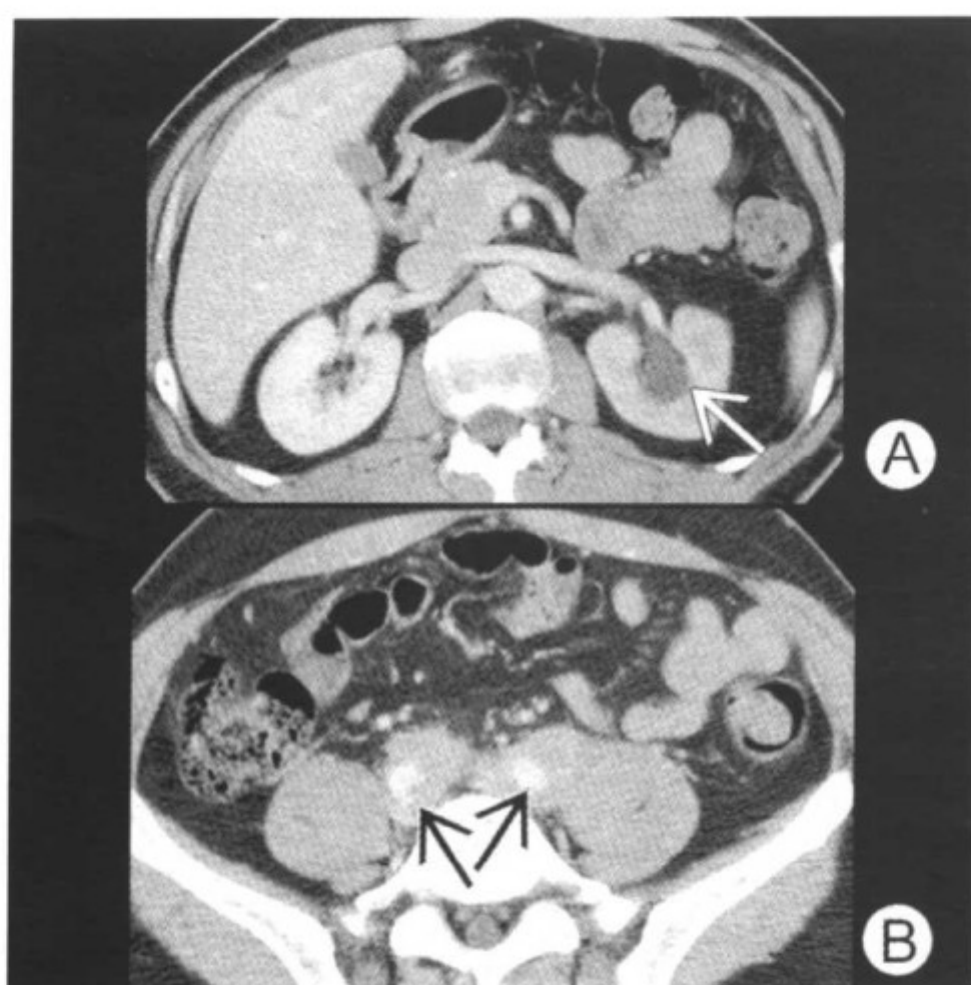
图 A 对比增强 CT 显示左侧肾脏实质强化程度下降，并可见肾盂积水（箭头）。图 B 外套样的软组织包绕双侧髂总动脉（箭头）和静脉
